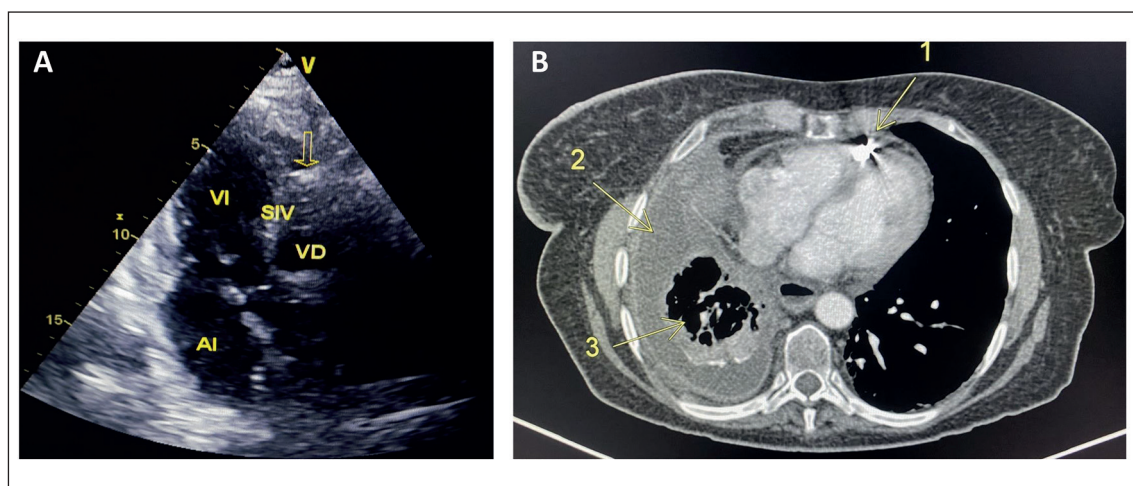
A: Ecocardiograma 2D en visión tres cámaras apical muestra Micra (flecha), implantado a nivel de septum inter-ventricular (SIV) derecho. Ventriculo izquierdo (VI), aurícula izquierda (AI) y ventriculo derecho (VD). B: TAC de tórax en corte transversal muestra Micra en ventriculo derecho, adherido al segmento anteroseptal medio (flecha 1), leve derrame pleural derecho (flecha 2) y cambios post actínicos del lóbulo inferior derecho con atelectasia parcial y bronquiectasias (flecha 3).
